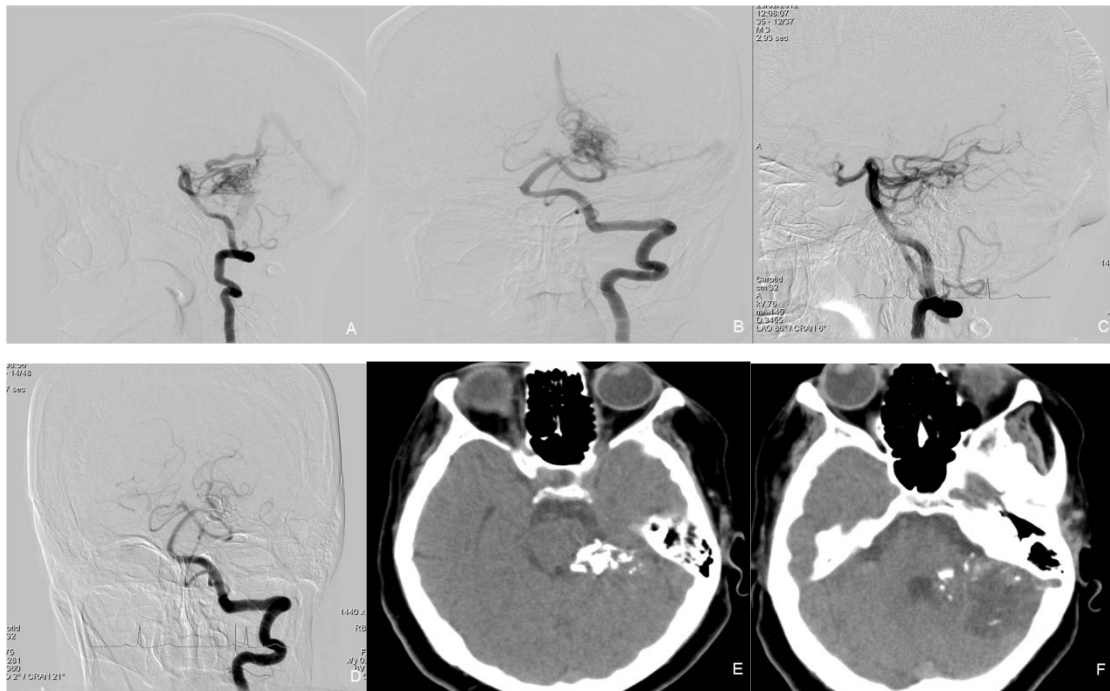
MAV grado III con test de propofol positivo y déficit neurológico postembolización. (A y B) Vista frontal y lateral de la angiografía diagnóstica en la que se muestran aferencias arteriales de la ACS. (C y D) Vista frontal y lateral de la angiografía postembolización que muestra oclusión completa de la MAV con NBCA. (E y F) TC 72 hr postintervención que muestra n-BCA e infarto cerebeloso.
